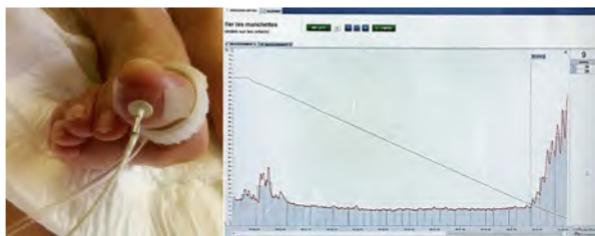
Prise de pressions systoliques d'orteil (laser Doppler).
